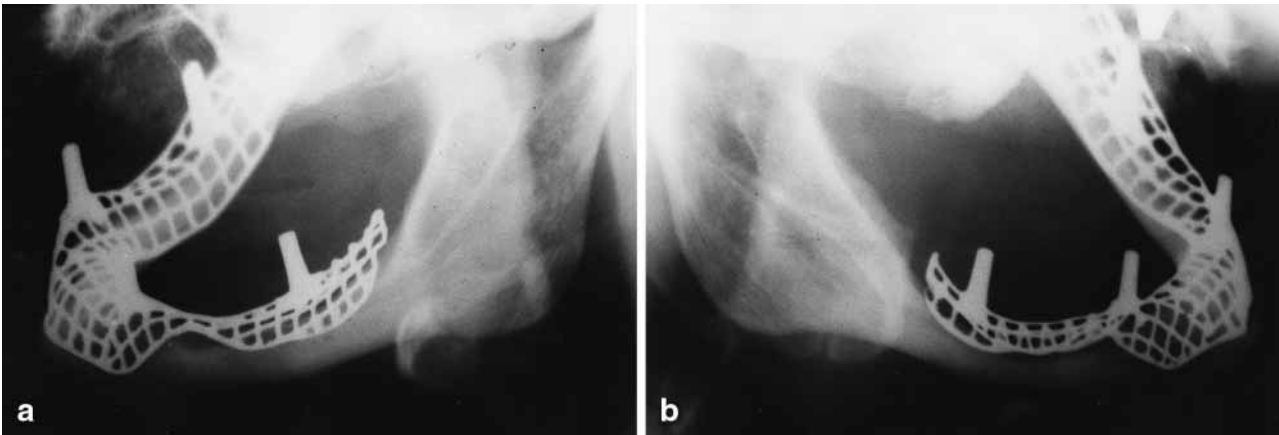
Radiografías del lado derecho (a) e izquierdo (b) de la mandíbula 12 años después de la colocación del implante que demuestran una extensa reabsorción ósea.
